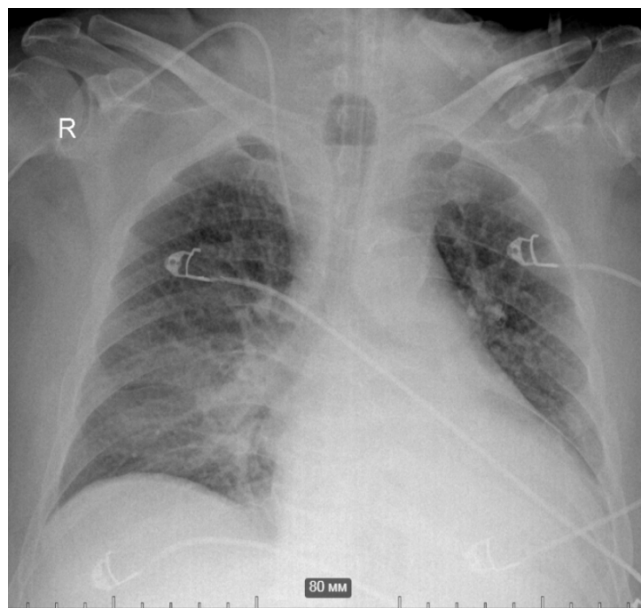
Рентгенологическая картина органов грудной клетки на 10-е сутки ингаляции NO
